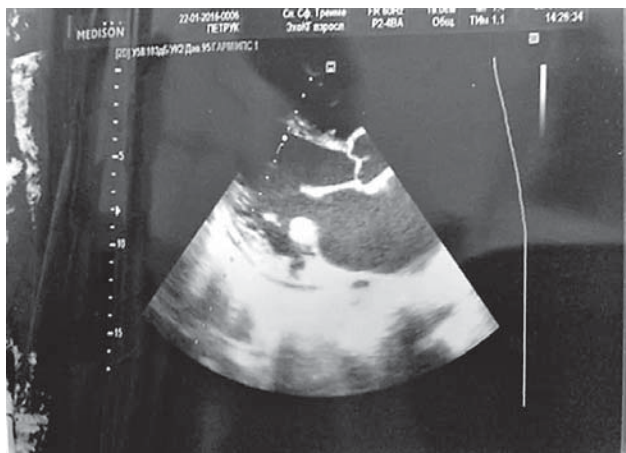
Examenul ecocardiografic cu depistarea vegetațiilor flotante
